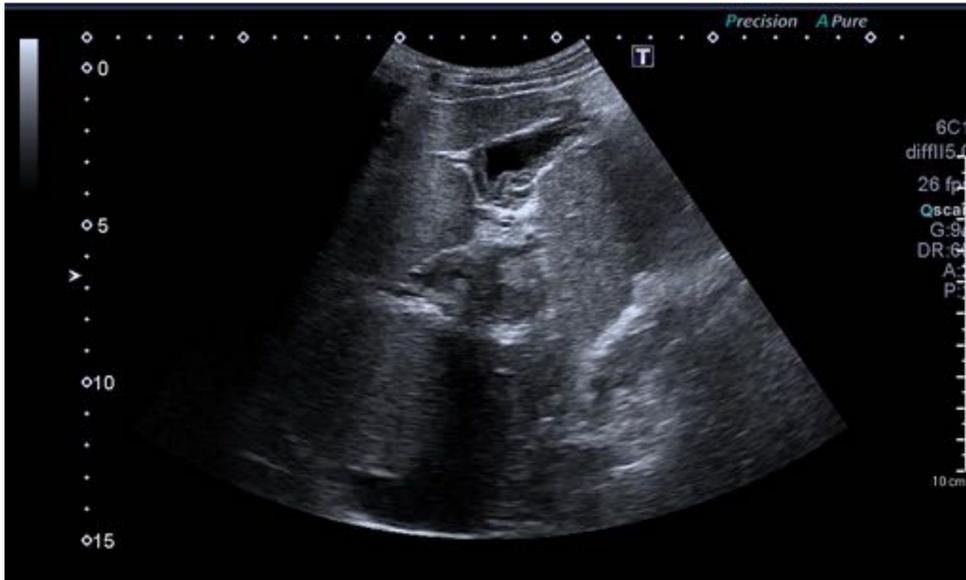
Biliopatía portal. En ecografía modo B (imagen izquierda) se objetiva alteración estructural de la pared de la vesícula biliar. En imagen de la derecha en modo Doppler se muestra la presencia de várices coledocianas
